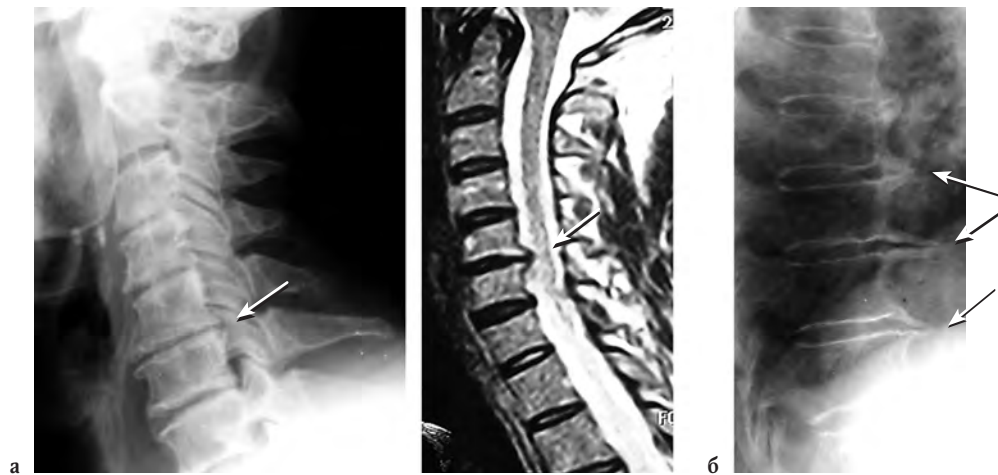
Остеофіти замикальних пластинок тіл хребців при остеохондрозі III ст. є особливо небезпечними, коли спрямовані в сторону сегментарних нервових, судинних структур та спинного мозку (а), хоча навіть при значних розростаннях у вентральному напрямку (б) остеофіти найчастіше є безсимптомною рентгенологічною знахідкою
